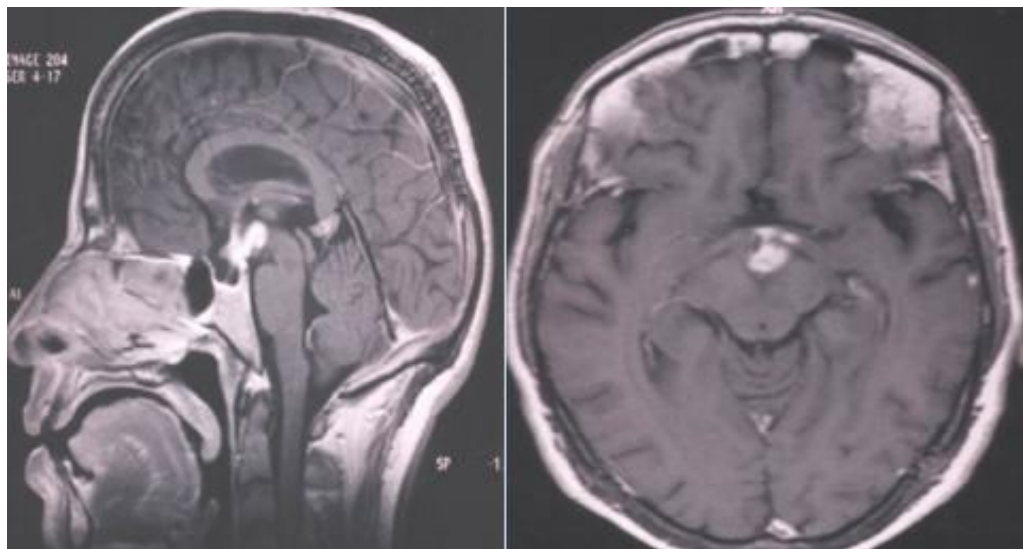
IRM cérébrale, séquence T1 avec injection de Gadolinium : prise de contraste nodulaire au niveau diencephalique et des bandelettes optiques.
